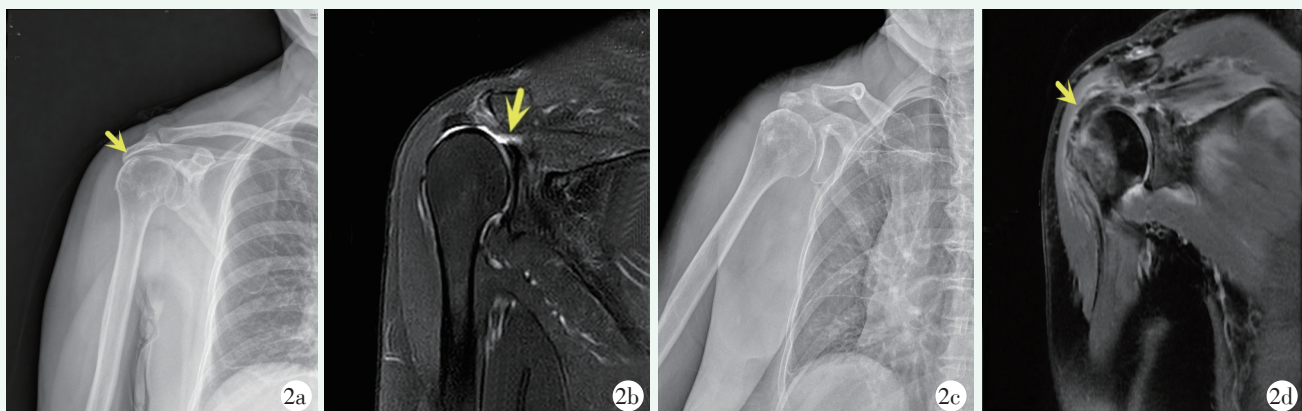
患者，女，66 岁。2a: 术前肩关节正位 X 线片，SAS 变窄至 5 mm，肩关节轻度退变；2b: 术前 MRI 斜冠状面 T2WI 可见冈上肌腱连续信号消失，断端回缩至肩盂内侧；2c: 镜下术后 2 年肩关节正位 X 线片，SAS 增加至 7.5 mm，肱骨头上移改善；2d: 术后 6 个月 MRI 斜冠状面 T2WI 见补片固定在位，阔筋膜补片与冈上肌腱残端缝合处及肱骨头足印区愈合良好。
